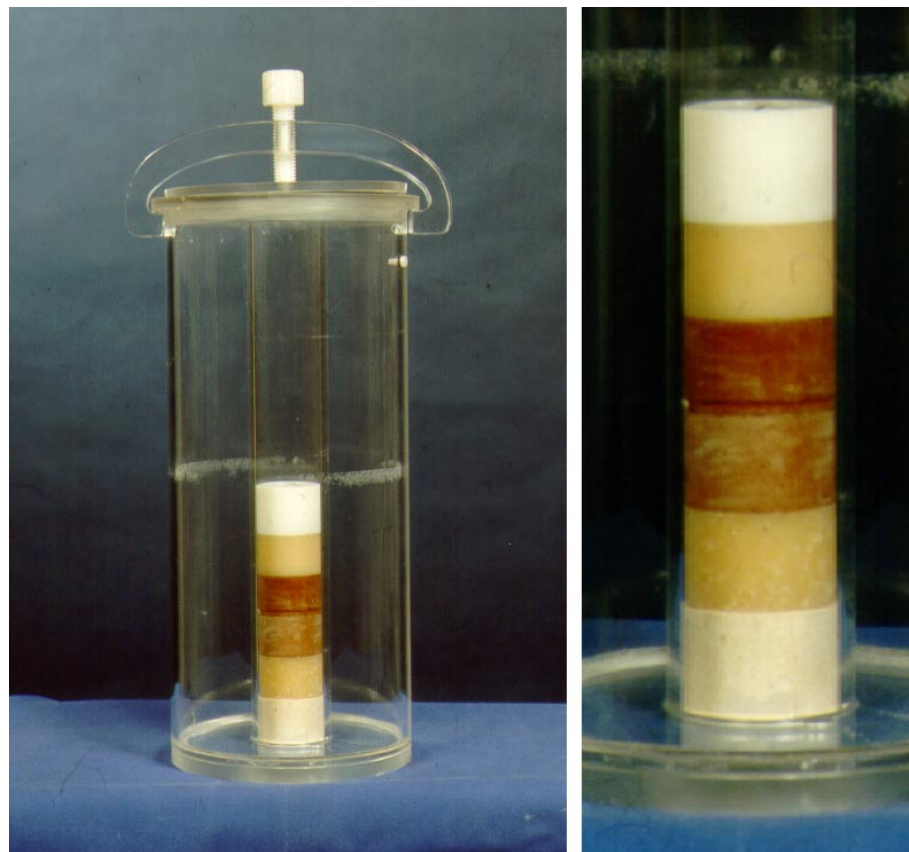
Phantom zur Überprüfung von CT-Dichtewerten (rechts Detail)
